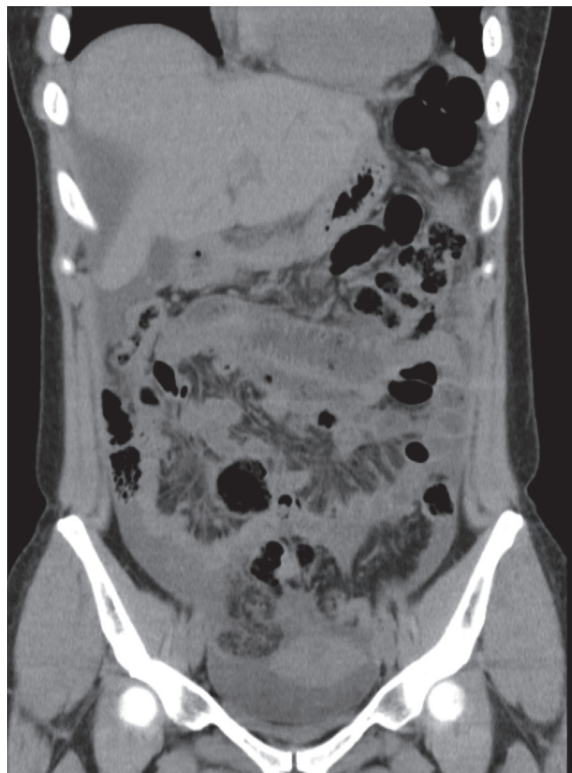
Findings of abdominal CT scan. Ascites is present.
